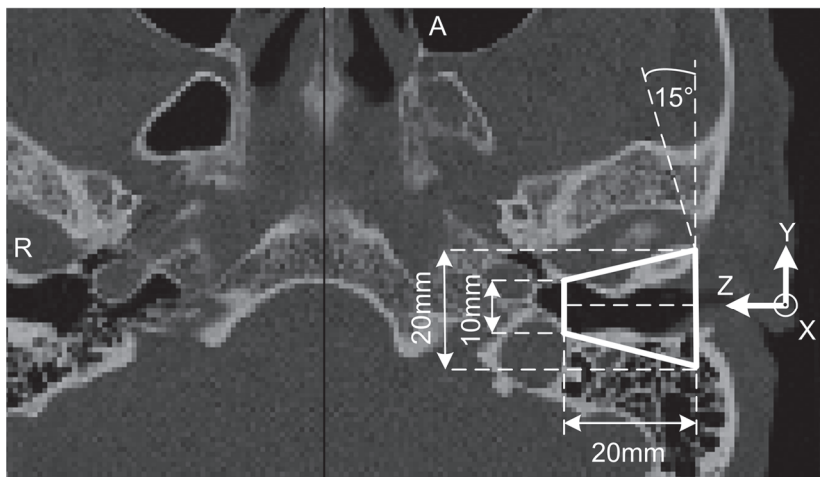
In die Axialschicht der CT-Aufnahme sind die Abmessungen eines vereinfachten Zugangs durch den Gehörgang in das Mittelohr eingezeichnet.
